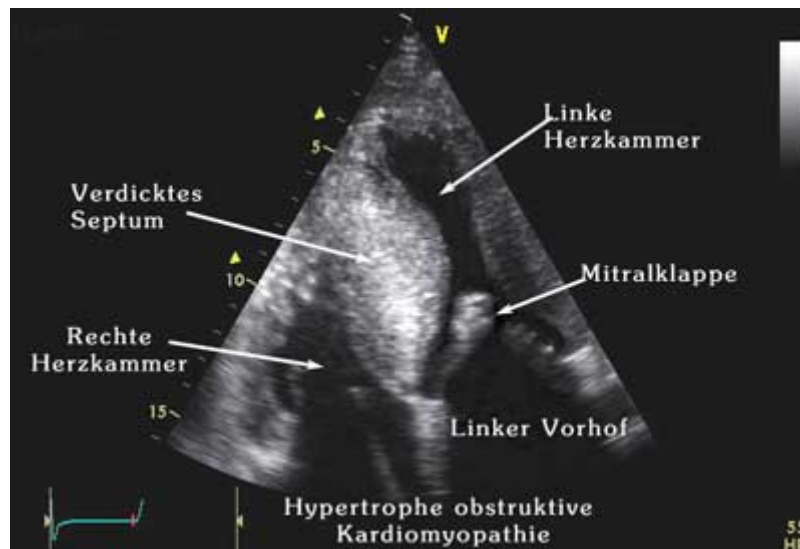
Echokardiografisches Bild einer HOCM im zwei D-Bild
